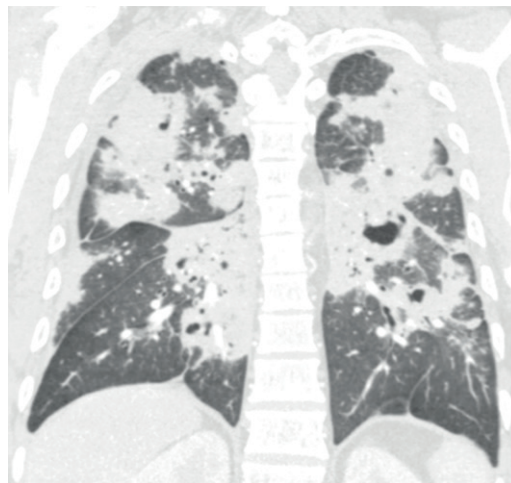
TC do tórax de paciente com PCM com forma pulmonar crônica de PCM. Reconstrução coronal demonstra extensas consolidações esparsas, à esquerda associada a escavação.
